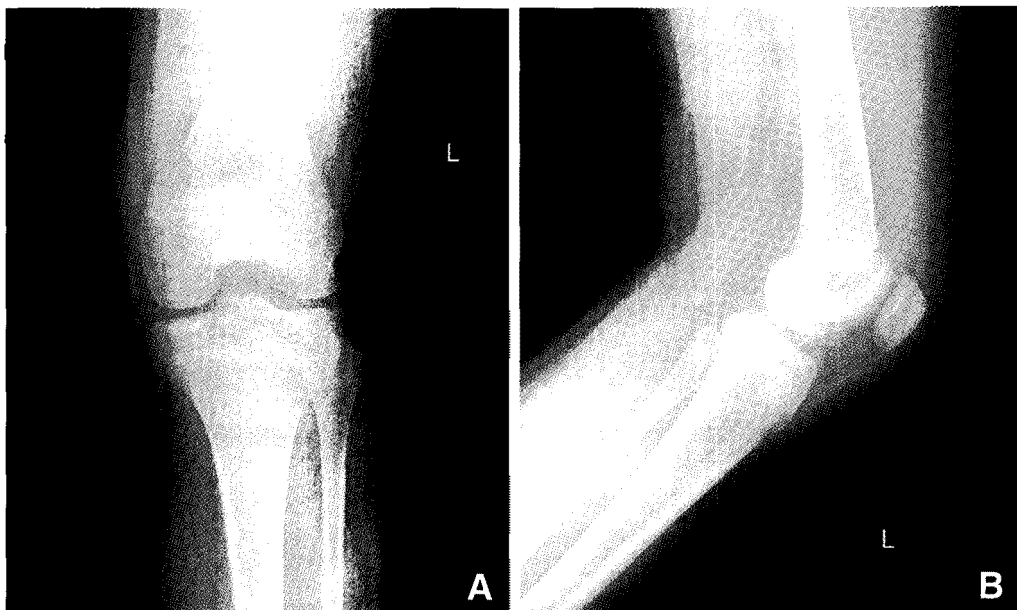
The anteroposterior (A) and lateral (B) radiographs in a 17-year-old female patient with displaced type III tibial eminence fracture of left knee.
